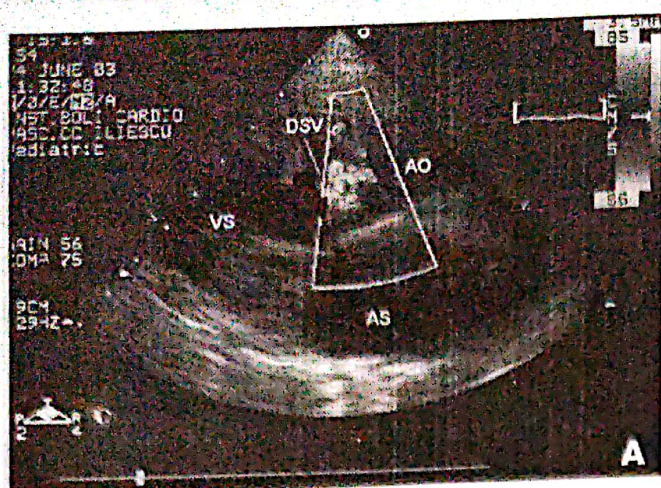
Imagini ecocardiografice. (A) Secțiune parasternală ax lung 2D + Doppler color: DSV subaortic de dimensiuni mari cu șunt bidirecțional și artera aortă călare pe sept. (B) Secțiune apicală 4 camere: DSV membranos subaortic de dimensiuni mari. (C) Secțiune suprasternală pentru aorta ascendentă: artera aortă dispusă anterior, posterior artera pulmonară care se termină într-un recesus. (D) Secțiune parasternală pentru aorta ascendentă: mică zonă de comunicare la nivelul peretelui posterior al aortei cu o rețea vasculară situată posterior de aorta ascendentă. (E) Doppler continuu la nivelul comunicării între aorta ascendentă și rețeaua vasculară: jet continuu sistolo-diastolic
